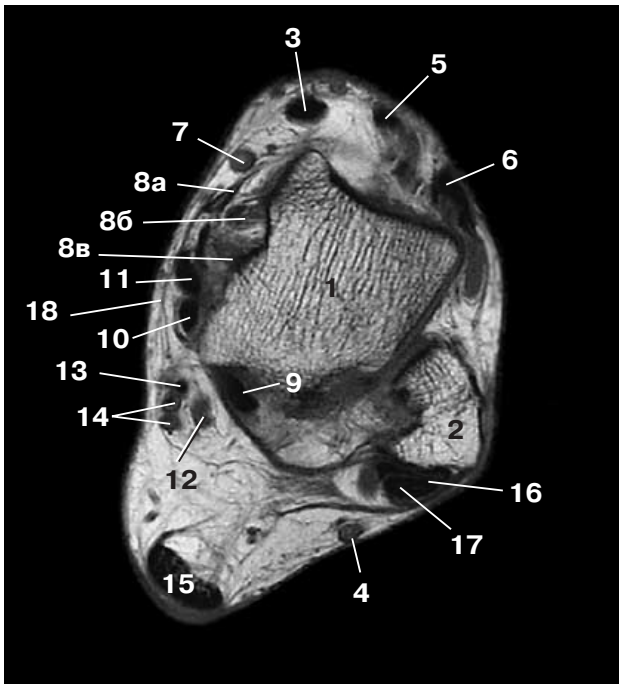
Аксиальная МР-томограмма в T1-взвешенной последовательности на уровне нижней трети блока таранной кости, правая конечность. 1 – таранная кость, 2 – латеральная лодыжка, 3 – tendo m. tibialis anterior, 4 – n. suralis, 5 – tendo m. extensor hallucis longus, 6 – tendo m. extensor digitorum longus, 7 – v. saphena magna, 8 – дельтовидная связка (lig. deltoideum): а – большеберцово-ладьевидная часть (pars tibionavicularis), б – передняя большеберцово-таранная часть (partes tibiotalares anterior), в – задняя большеберцово-таранная часть (partes tibiotalares posterior), 9 – m. flexor hallucis longus, 10 – m. flexor digitorum longus, 11 – tendo m. tibialis posterior, 12 – n. tibialis, 13 – a. tibialis posterior, 14 – вены, 15 – ахиллово сухожилие, 16 – tendo m. peroneus brevis, 17 – tendo m. peroneus longus, 18 – retinaculum musculorum flexorum.
